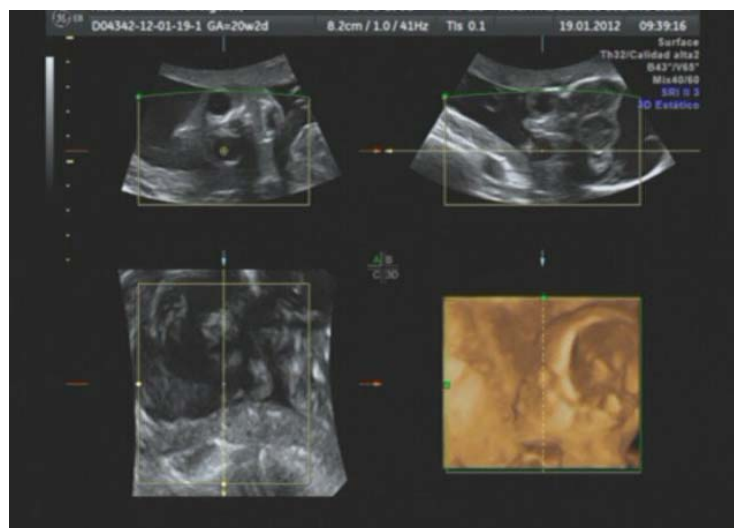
Ecografía obstétrica 3D que evidencia ausencia de nariz y exoftalmus
